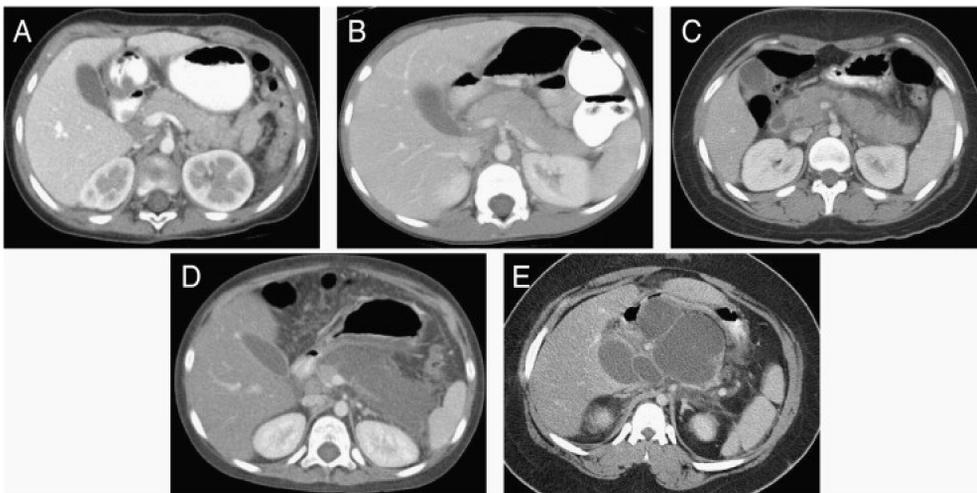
Classification de Balthazar à la tomographie assistée par ordinateur: (Score de Balthazar=score d'inflammation)
